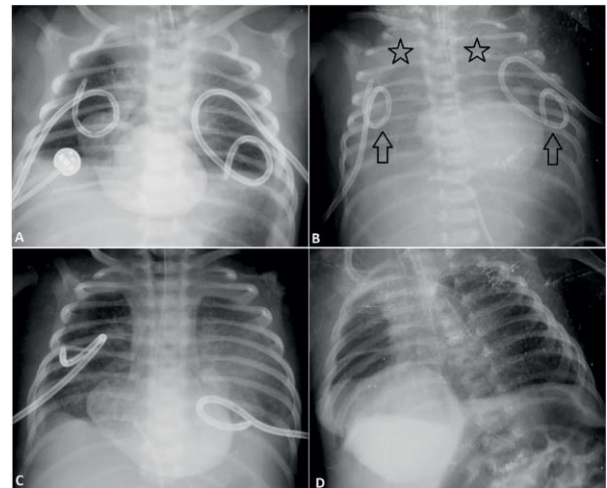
A. The position of bilateral drainage catheters inserted with suspicion of complicated parapneumonic effusion was checked 2 hours after insertion using chest radiography. Both catheters were well placed and well drained. B. Drainage was continued for the first 6 days but was turned off on the seventh day. The control chest radiograph showed that the ventilation of both lungs was impaired and a large effusion developed around them, especially in the apical region (black stars). It was then understood that both catheters (black
